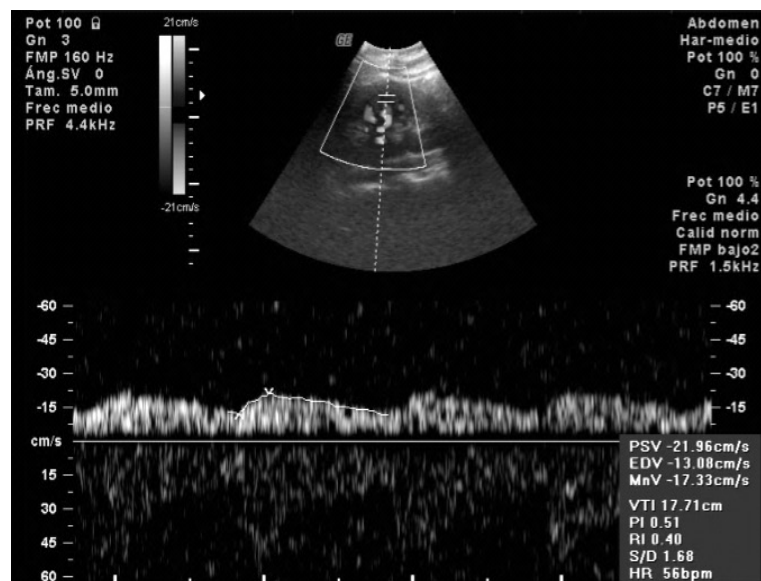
Registro Doppler de arterias intrarrenales con pulso “parvus et tardus” sugerente de estenosis de la arteria renal. Servicio de Radiodiagnóstico del Hospital General Universitario Reina Sofía de Murcia.
